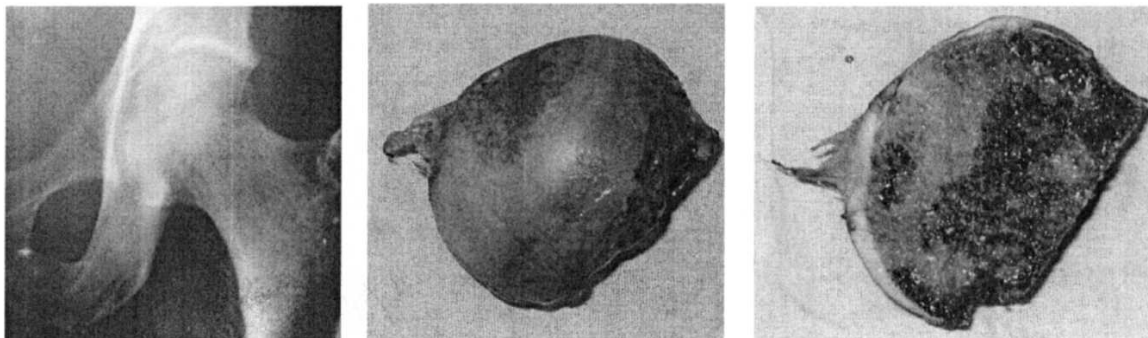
Вид удаленной ГБК и после ее рассечения, а также рентгеновское ее изображение до операции (морфологически: коксартроз 2 стадии, застарелый отрыв СГБК от ГБК, истирание хряща в верхне-медиальном секторе; на рентгенограмме: сужение суставной щели в верхне-медиальном отделе)
